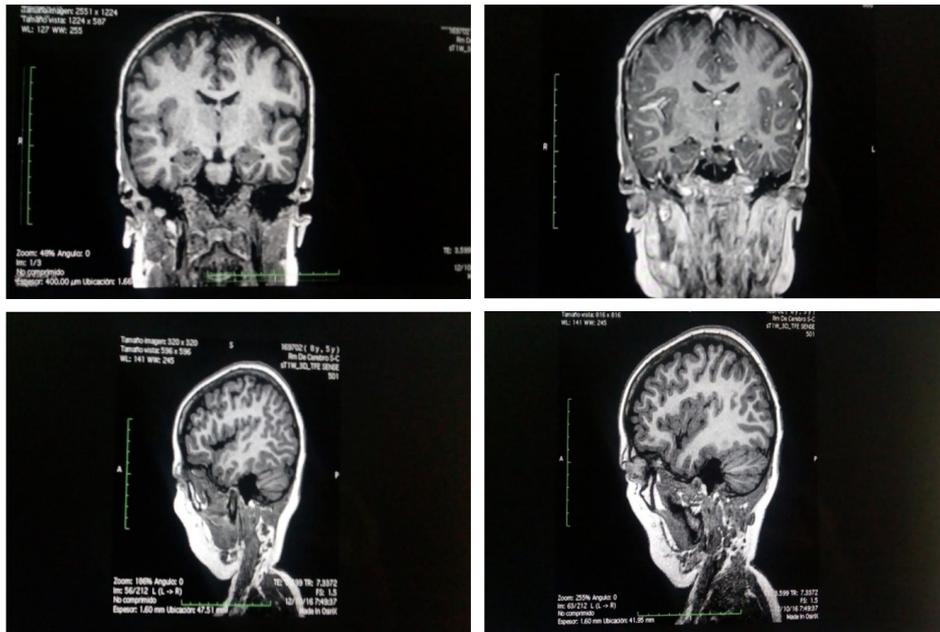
RMN con contraste
